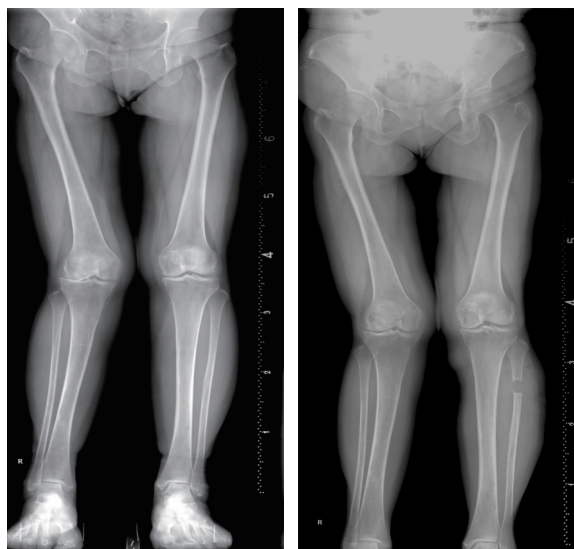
~7 女性,63岁,右膝关节骨关节炎患者行腓骨近端截骨术手术前后下肢全长X线片对比;图6 术前下肢全长X线片,内侧间隙变窄,几近消失;图7 术后2 d下肢全长X线片,内侧出现轻微间隙
